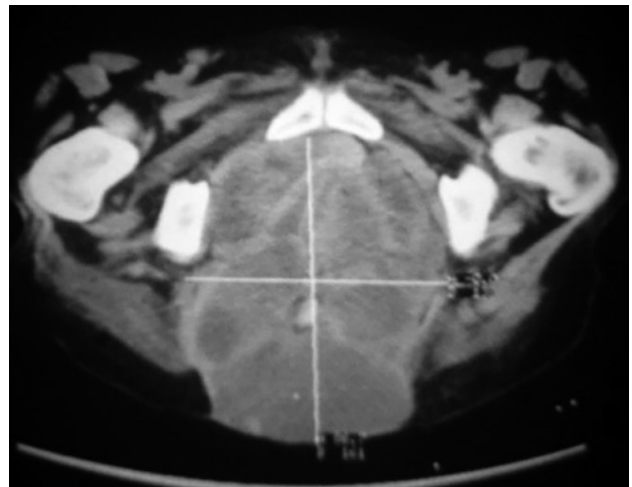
Imagen de Tomografía axial computada. Recidiva pelviana y metástasis ósea en el hueso sacro.
